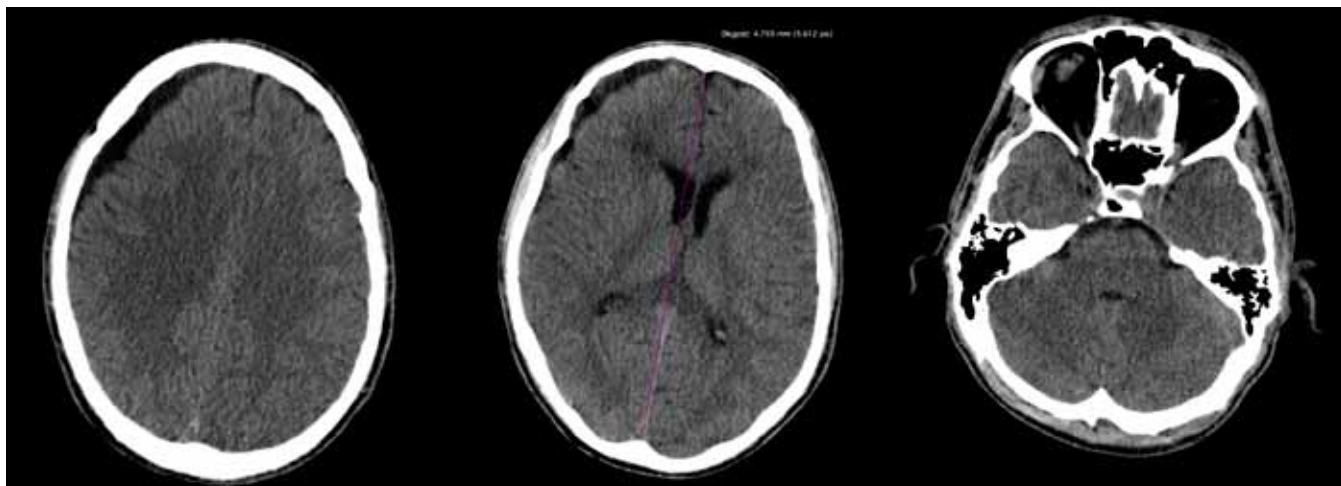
Wyjściowy obraz TK przy przyjęciu do szpitala przedstawia liczne ogniska krwotoczne płatów czołowych, ślad krwi wzdłuż namiotu mózdzku, obrzęk mózgowia, zredukowaną przymózgową rezerwę płynową i zniesienie/zaciśnięcie bruzd, cechy zwężenia komór bocznych, zwężenie zbiorników podstawy mózgu oraz krwawienie do komory IV.
